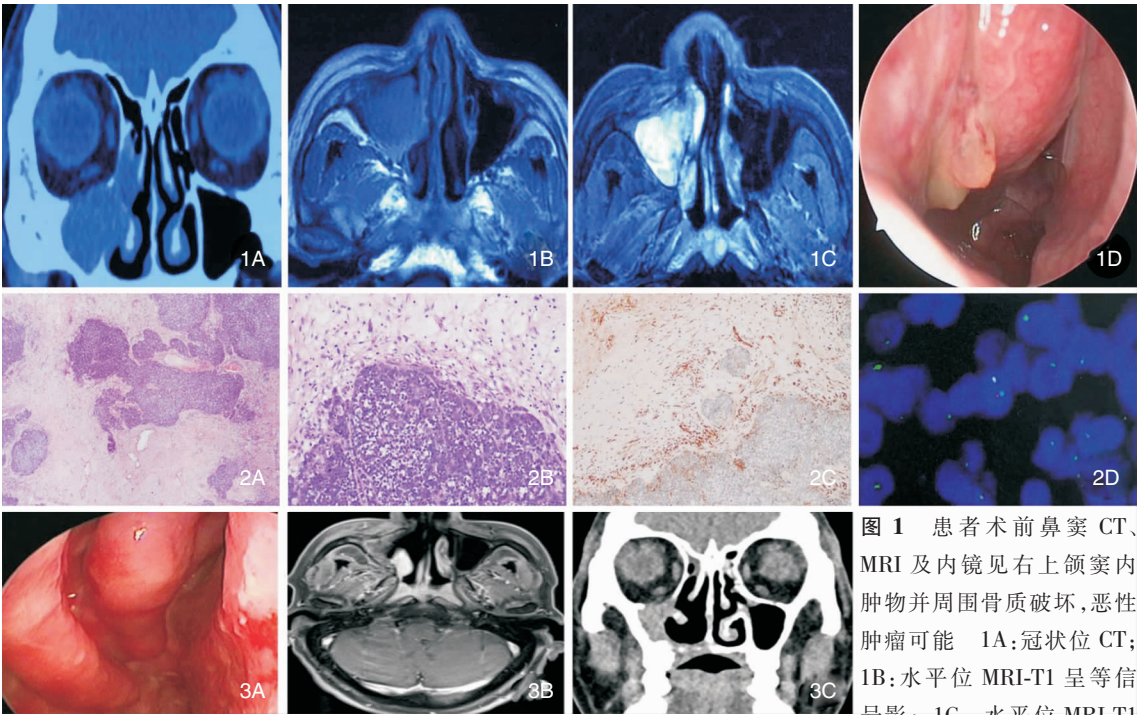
患者术前鼻窦CT、MRI及内镜见右上颌窦内肿物并周围骨质破坏,恶性肿瘤可能 1A:冠状位CT; 1B:水平位MRI-T1呈等信号影; 1C:水平位MRI-T1
